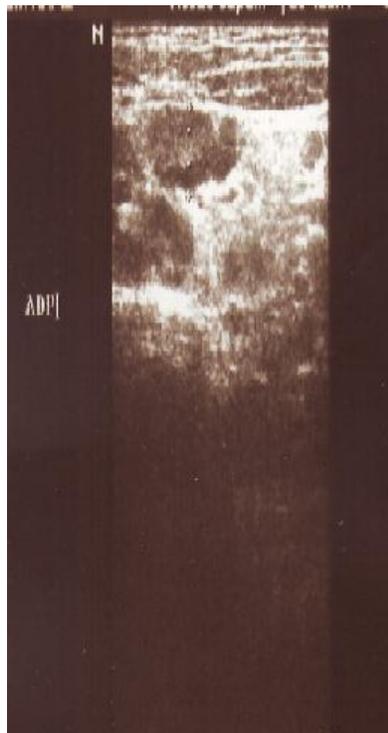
échographie abdominale: ADP mésentériques
